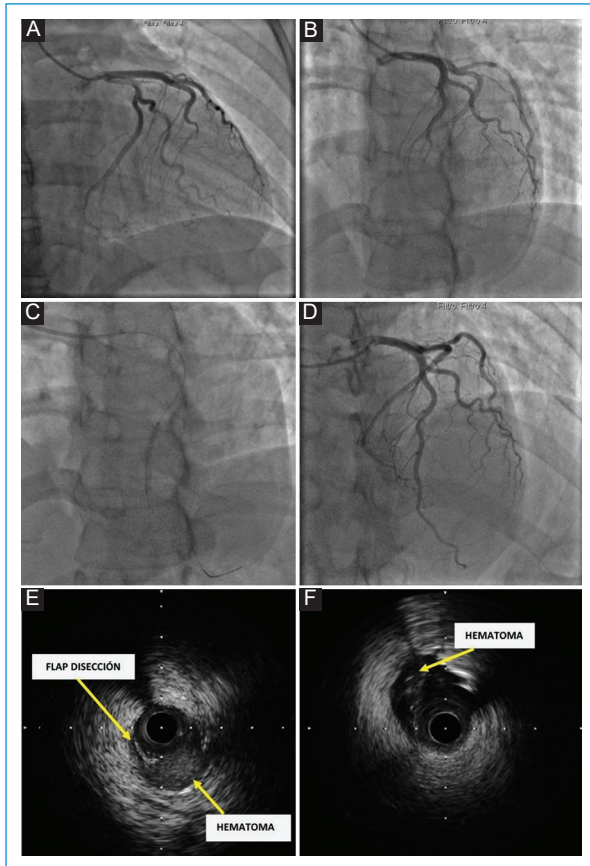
Coronariografía. A-B: hallazgo de estenosis en la arteria coronaria descendente anterior en su tercio medio. C: paso del catéter y el *stent* a través de la arteria coronaria descendente anterior. D: restablecimiento de la circulación en la arteria coronaria descendente anterior posimplante del *stent* coronario. E-F: ultrasonografía intravascular coronaria que evidencia un hematoma intramural en la arteria coronaria descendente anterior.
